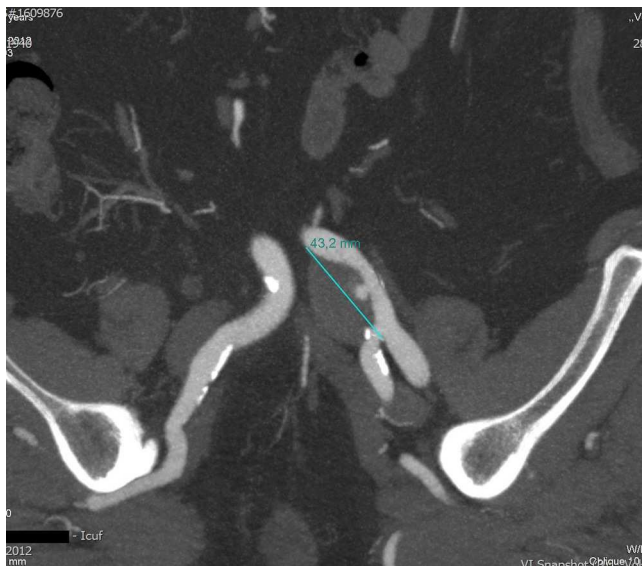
Angio-TC pré-operatória demonstrando o aneurisma ilíaco.
